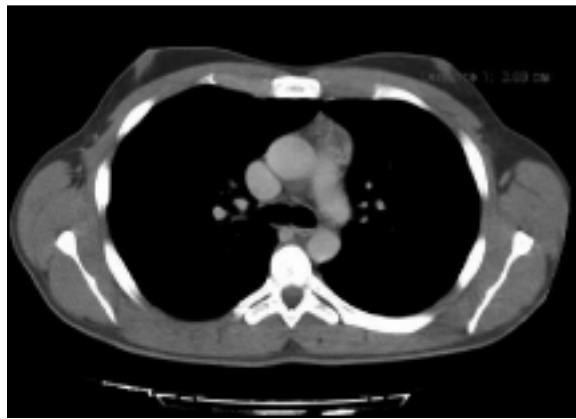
Tomografia computadorizada torácica (janela de mediastino) – Massa sólida, com maior eixo de 3,08 cm, a nível do mediastino anterior e superior, captando o contraste endovenoso de forma heterogénea e apresentando uma zona de menor densidade aparentemente quística. A localização da massa sugere que possa ter origem no timo.
